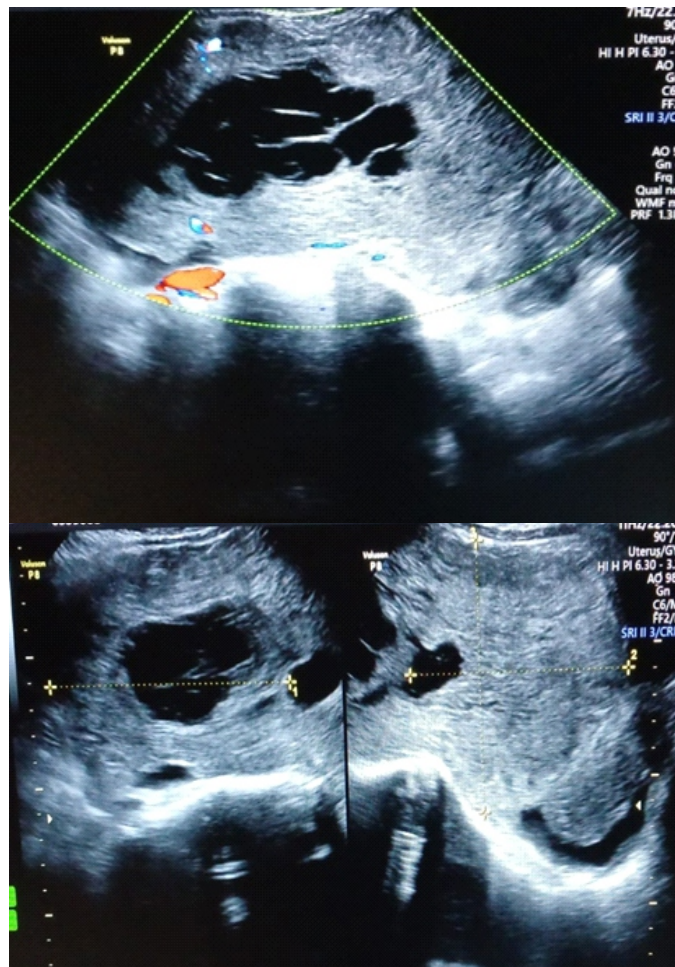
y 1B : Anexo izquierdo con masa heterogénea de aspecto sólido, bordes irregulares. Con áreas quísticas y multibancada de 201x101x117 mm con escasa vascularización al Doppler.
